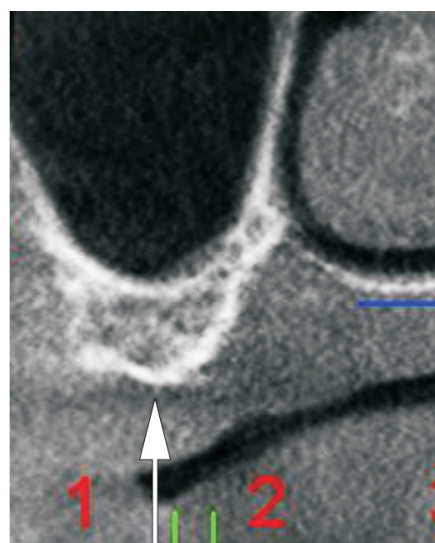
Corte paraxial de una tomografía computada en el que se muestra una clásica reabsorción centrípeta (en alto) del reborde maxilar en el sector de molares, donde se puede advertir también una neumatización del seno o reabsorción. centrífuga.
